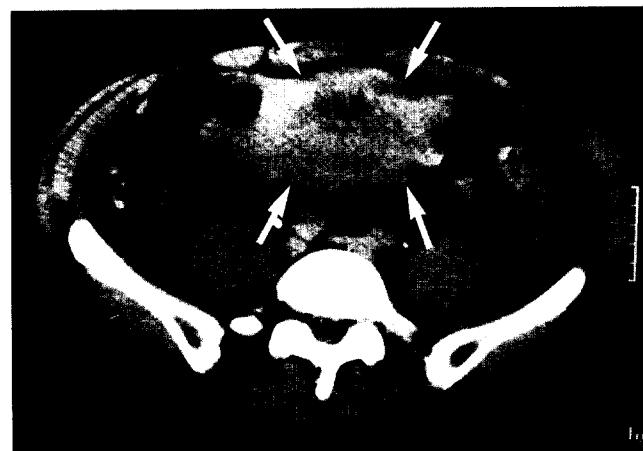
Contrast-enhanced CT scan shows large mesenteric hematoma (arrows) with suspicious bowel wall thickening and enhancement. On surgery, active bleeding was found in ileal mesentery, but small bowel injury was not found.
